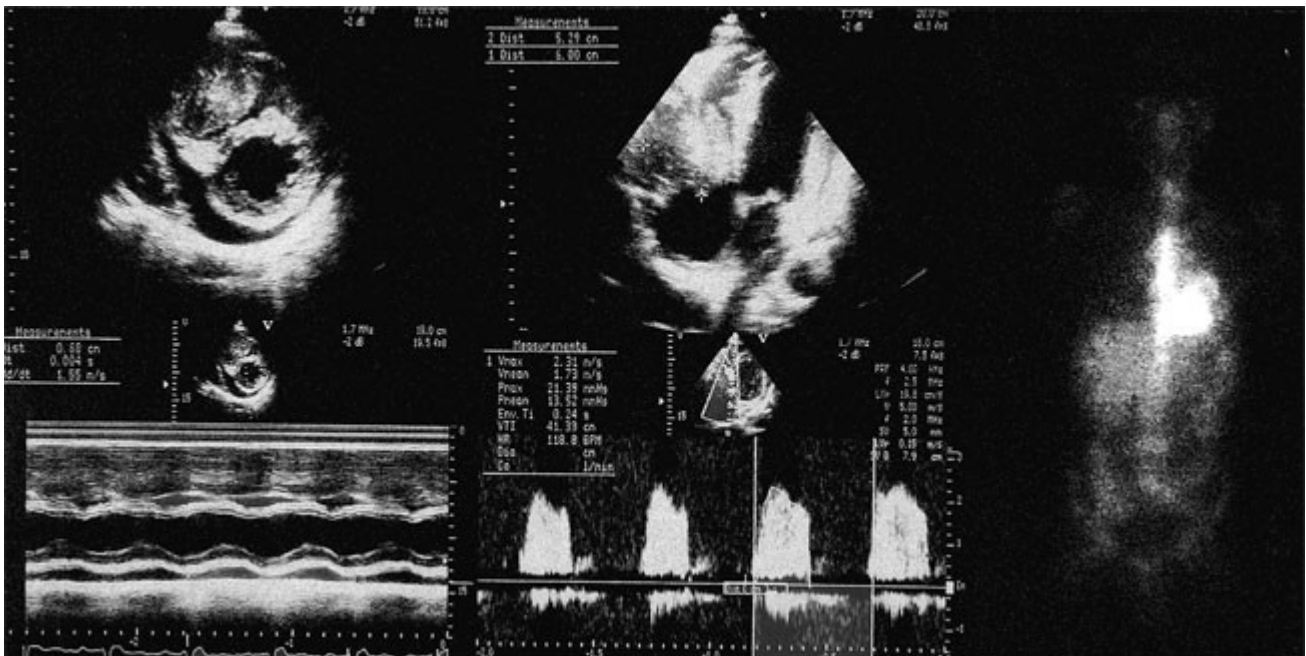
En el ecocardiograma bidimensional (proyecciones de eje corto transversal y apical de cuatro cavidades) y en modo M puede observarse una masa ventricular derecha de 5,3 cm x 6 cm y un ligero derrame pericárdico. Por Doppler se observa una velocidad acelerada del flujo diastólico tricuspídeo que permite calcular un gradiente máximo de 21,4 mmHg y medio de 13,5 mmHg. En la gammagrafía es evidente la intensa captación de galio-67 en la región cardíaca.
